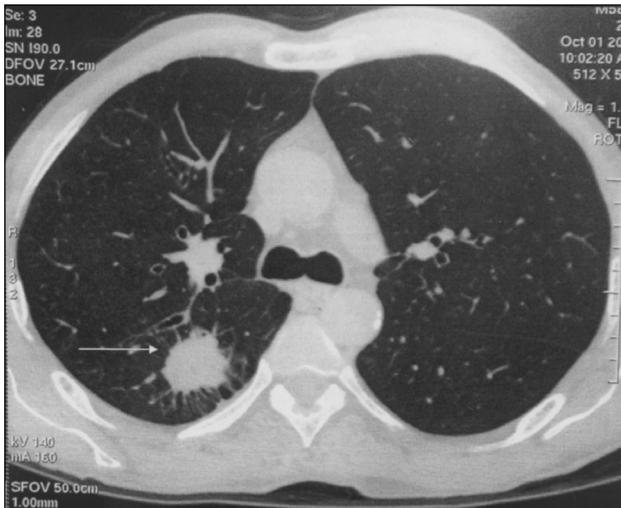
Компьютерная томография периферической злокачественной опухоли верхней доли правого легкого (стрелка).
